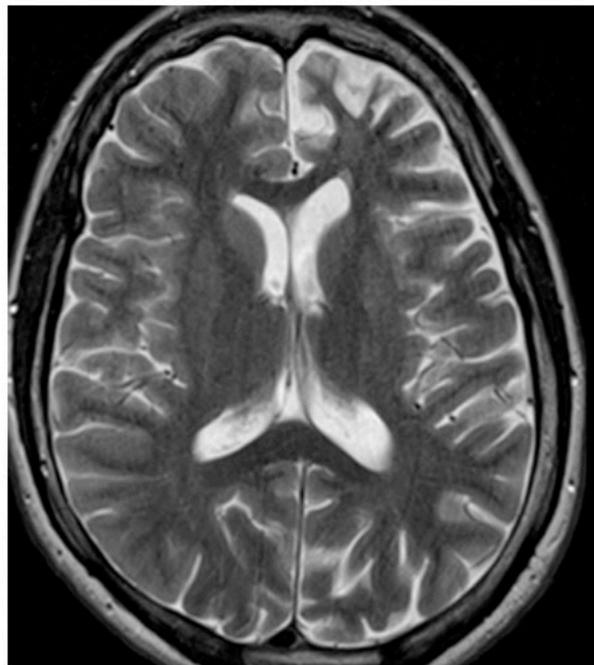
T2-weighted axial image in the same patient with Rasmussen syndrome as for Figure 6, showing increased atrophy of the left hemisphere with time (interval of 8 years between imagings)
